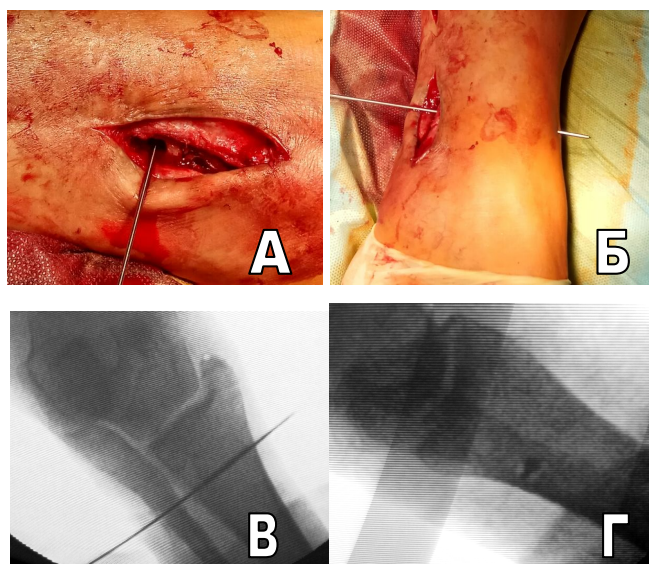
Этапы оперативного вмешательства при удалении сломанного винта, расположенного в большеберцовой кости. 3А – введение направляющей спицы, 3Б – выход спицы на медиальной поверхности голени, 3В – рентгенограммы полученные на ЭОП, во время проведения направляющей спицы прямая проекция, 3Г – рентгенограмма в боковой проекции. В обеих проекциях проведение направляющей спицы выполнено должным образом
